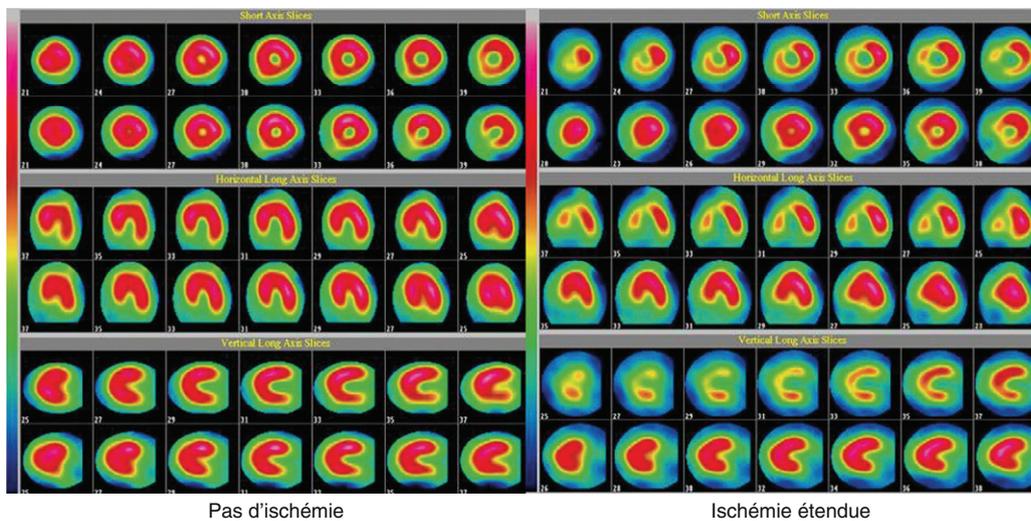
Mise en évidence d'une ischémie myocardique par la scintigraphie myocardique au thallium, sensibilisée par injection de persantine.
